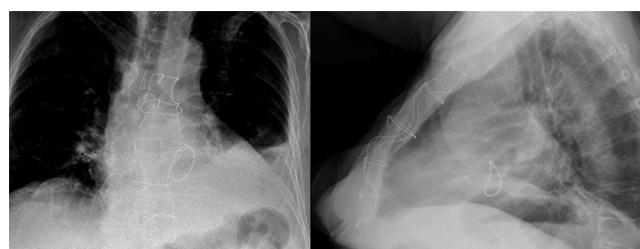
Radiografía de tórax donde se puede apreciar la sutura tipo Robicsek.
